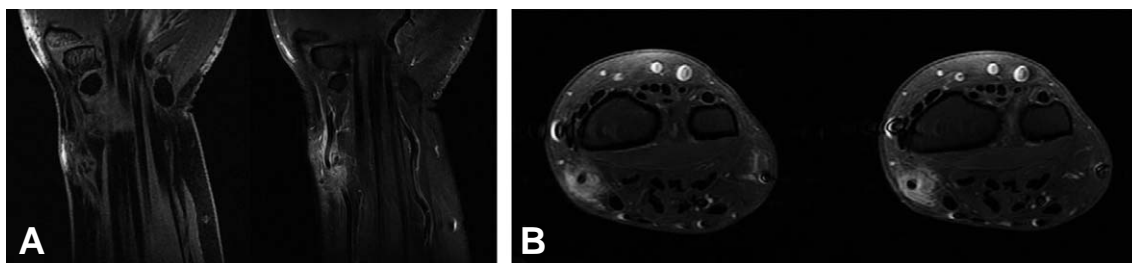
(A) Coronal and (B) axial T1-weighted/SPIR image showed a cystic lesion with ill-defined inflammatory tissue around the radial artery.
